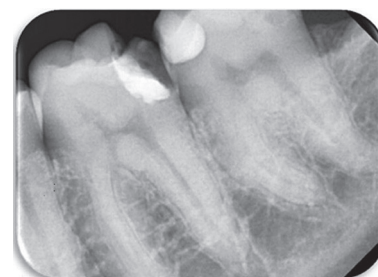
Pre operative Intraoral Periapical radiograph of 46.
